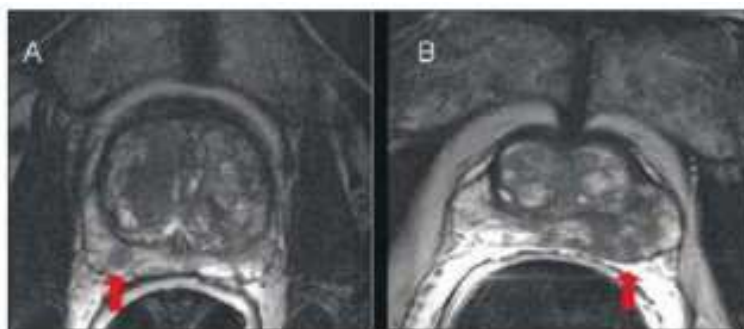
Imagens ponderadas de RM em T2 demonstrando exemplos de CaP nodular em (A) e mal definido em (B).
